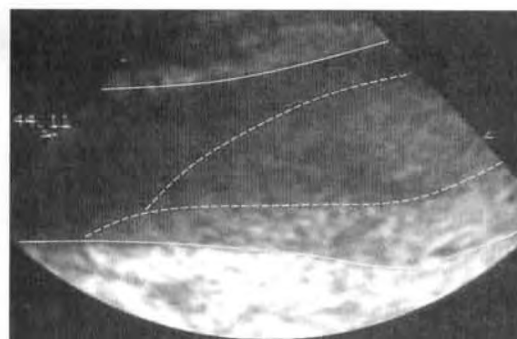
УЗИ-сканирование у пациента с гигантской медиастиальной лимфосаркомой, которая вызвала венозную гипертензию и расширение внутренней яремной вены
